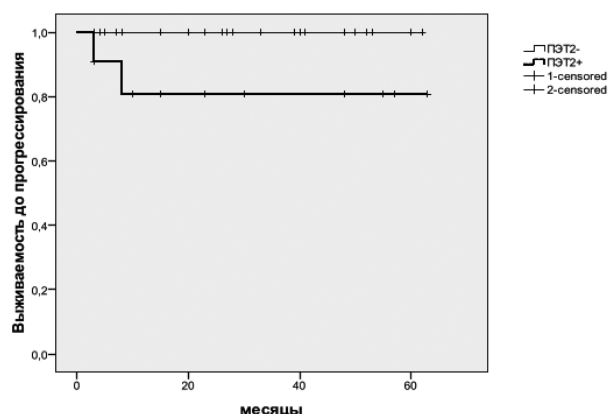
Выживаемость без прогрессирования больных ЛХ в зависимости от результатов ПЭТ-2.
